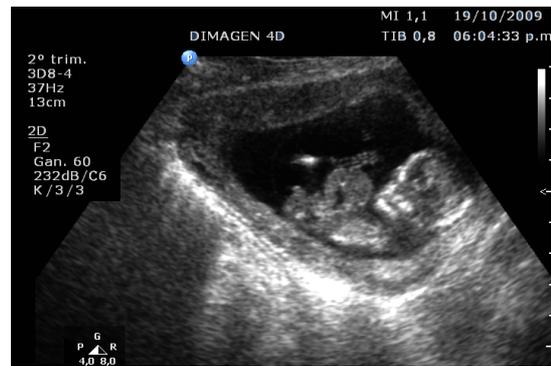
Ecografía Bidimensional 1 trimestre de embarazo. Onfalocele (flecha)
